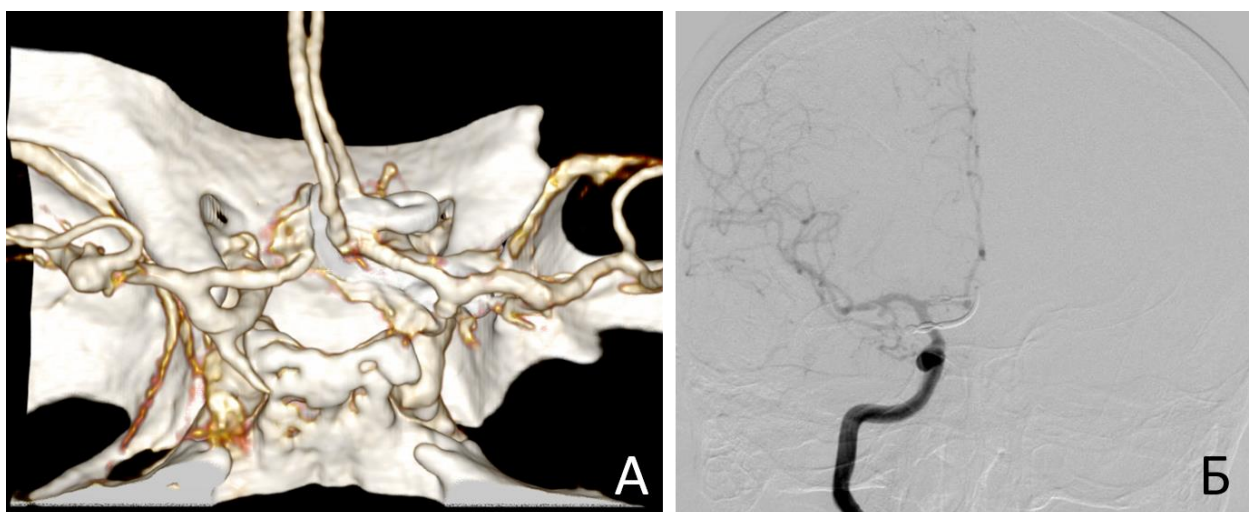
Формирование артефактов от кобальтовых клипс на КТ-ангиографии (А) и их отсутствие на ЦАГ (Б)
